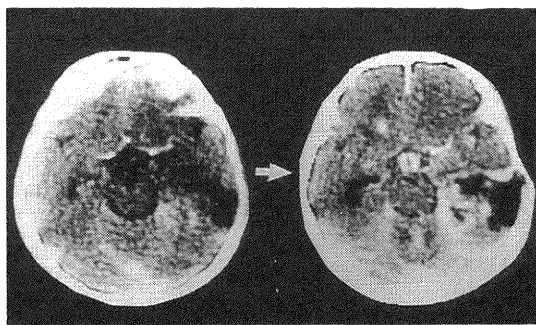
CE-CT scans of a right temporal subcortical anaplastic glioma. Left: At the end of initial therapy. Right: At the recurrence: The CE lesions appeared in the basal cistern.
